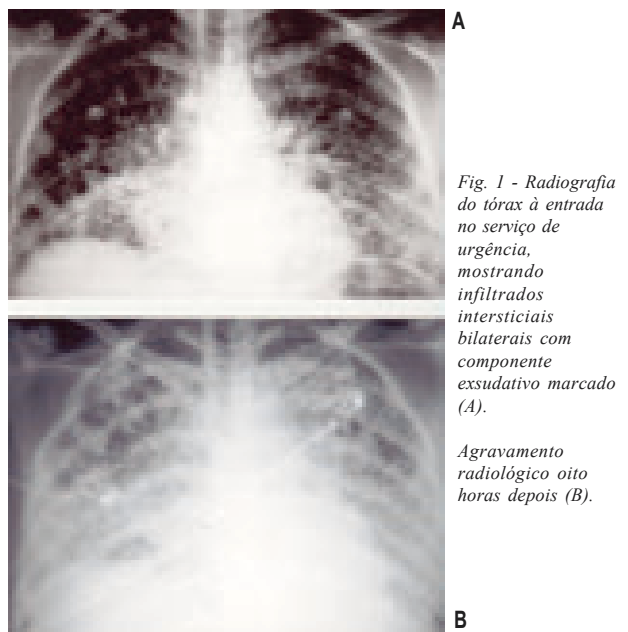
Radiografia do tórax à entrada no serviço de urgência, mostrando infiltrados intersticiais bilaterais com componente exsudativo marcado (A).
